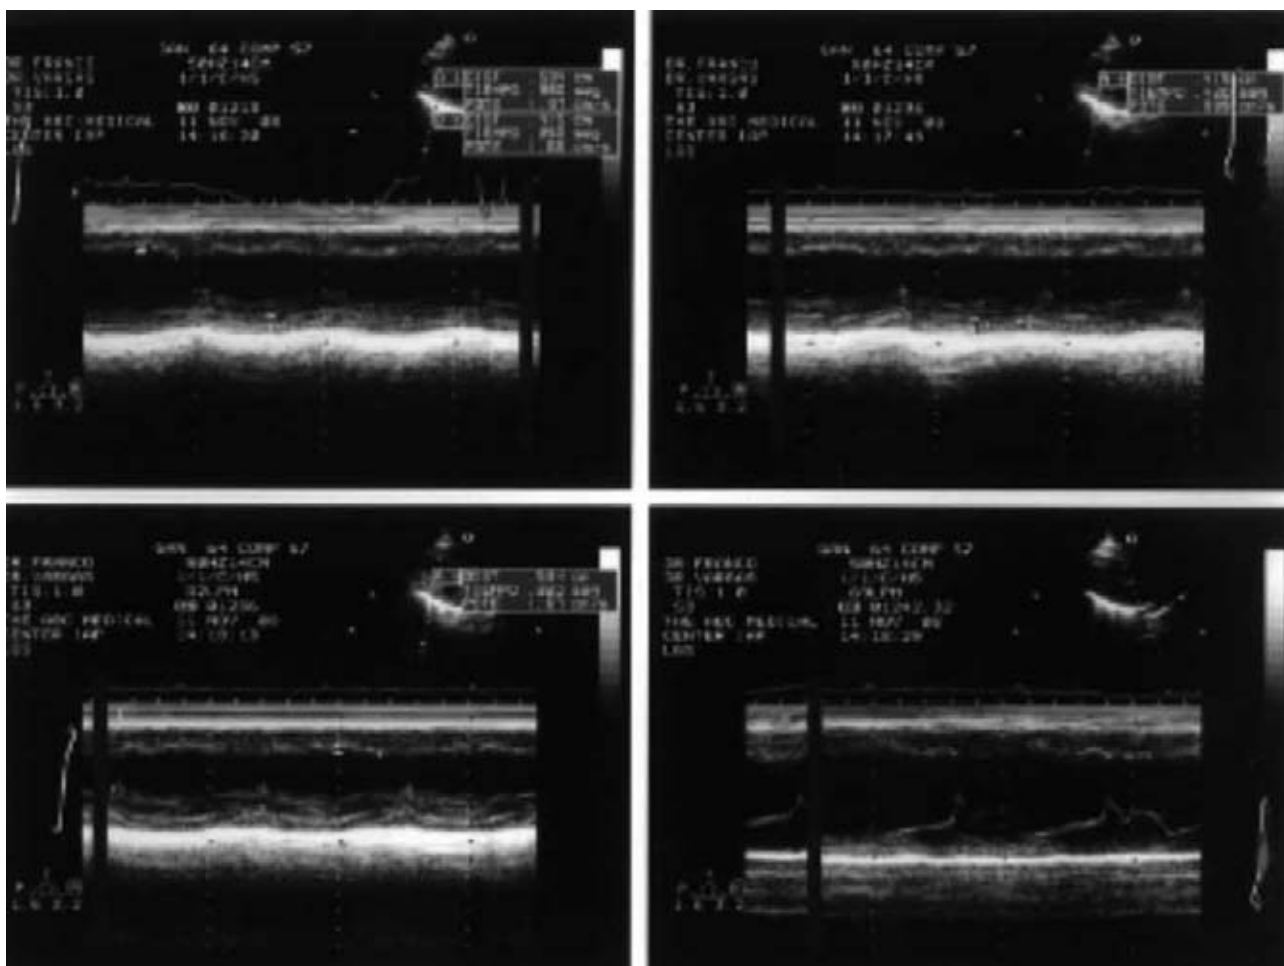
Ecocardiograma 1 (12-11-08)
